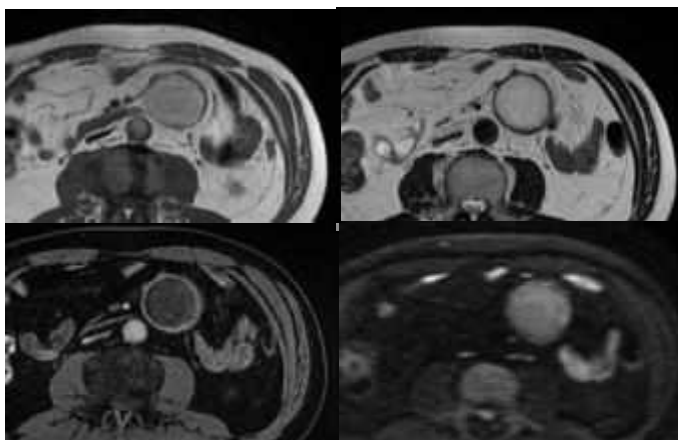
腹部MRI：壁在結節は明らかでない。
